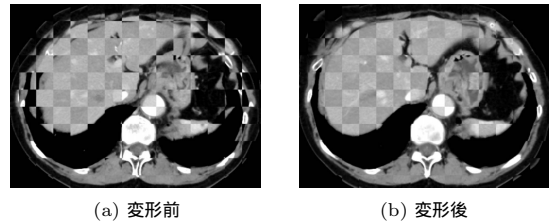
時系列 CT 画像のレジストレーションの一例。
